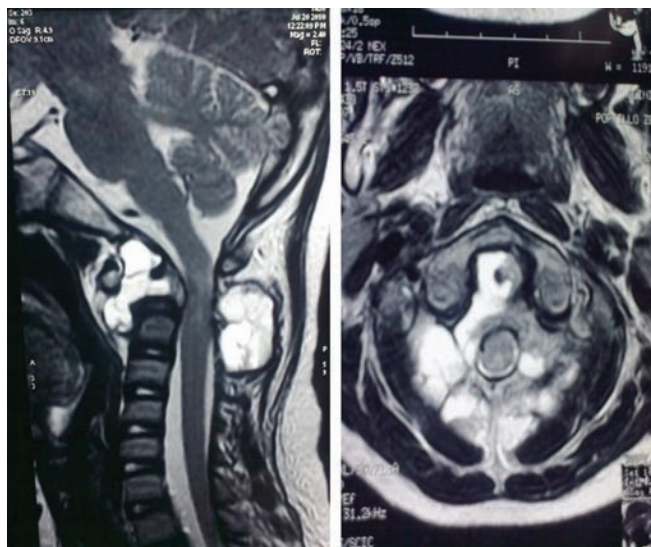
Resonancia magnética, T2.
